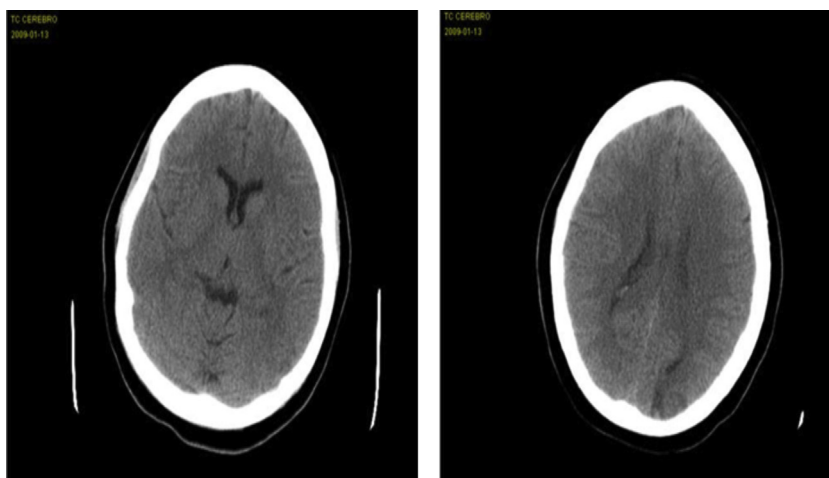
TC inicial: hipodensidad de la sustancia blanca occipital bilateral y parietal posterior derecha, compatible con edema vasogénico.
